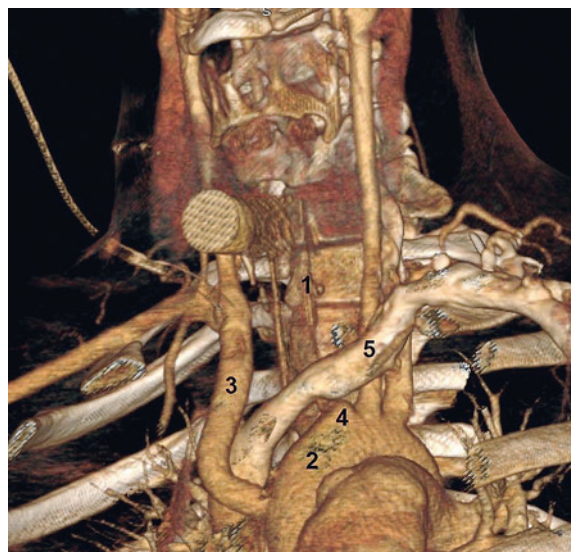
3D реконструкция КТ органов грудной клетки и органов шеи с внутривенным контрастированием пациента Р. на 45-е сутки после 1-й операции
